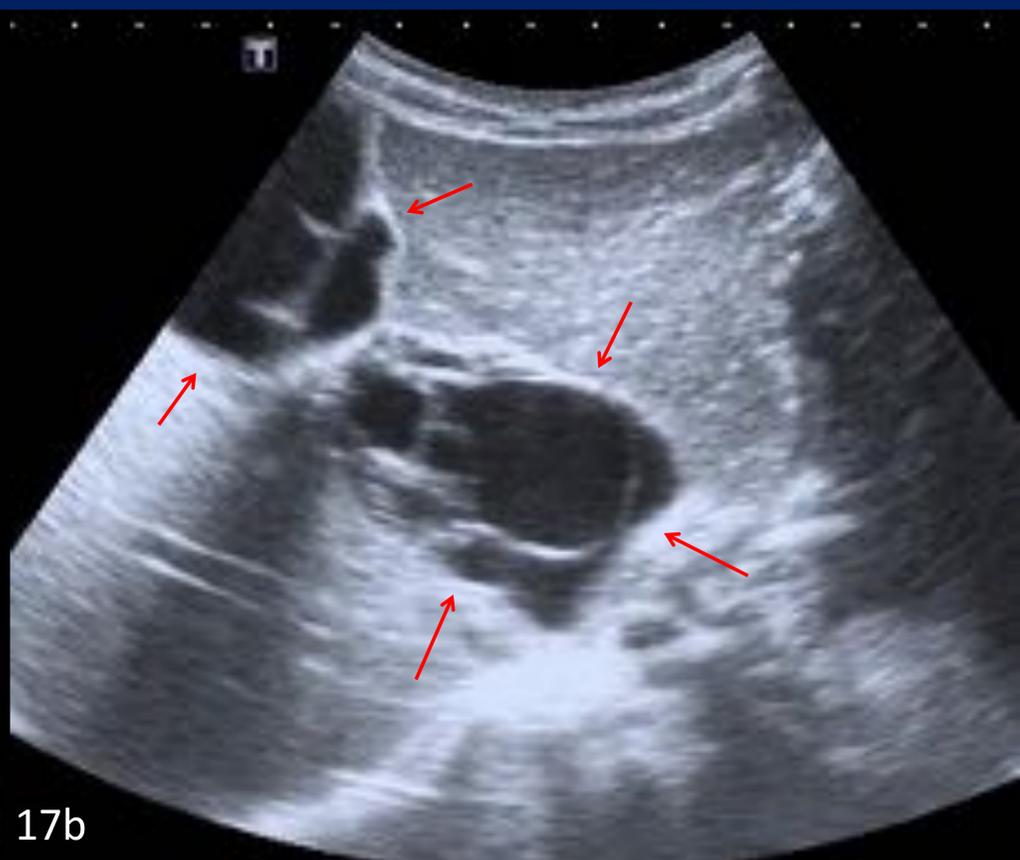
Malformación linfática mesentérica. Niña de 7 años con dolor abdominal en hipocondrio derecho y pérdida del apetito. (a y b). Ecografía. Masa anecoica con múltiples septos delgados. (c y d). TC de abdomen con contraste IV. (a) plano axial y (b). Plano coronal. Masa hipodensa, con realce de sus tabiques, en íntima relación a la glándula hepática.
